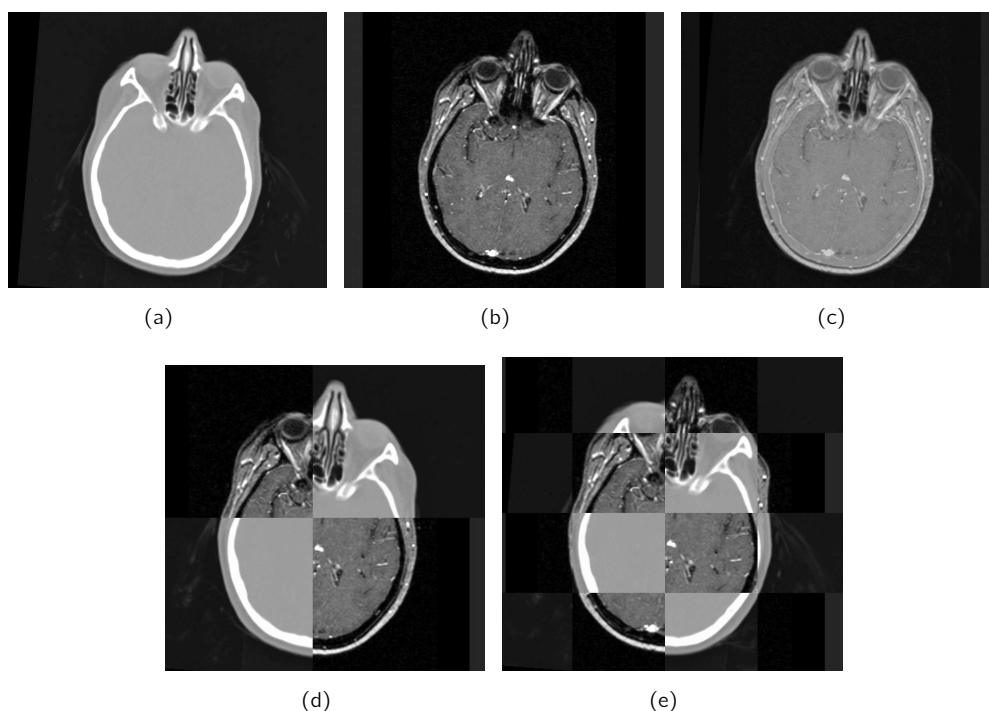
Schichtbilddarstellungsmöglichkeiten zur Visualisierung mehrerer Datensätze. (a) axialer Schnitt durch den CT Datensatz, (b) entsprechender Schnitt durch MRT Daten des gleichen Patienten nach Registrierung, (c) Überblendung der in (a) und (b) dargestellten Schnitte mit Blendingfaktor 0.5, (d) 2x2 Schachbrettdarstellung und (e) 2x4 Schachbrettdarstellung der Schichten aus (a) und (b) zur Visualisierung der Übergänge der anatomischen Strukturen beider Modalitäten.
